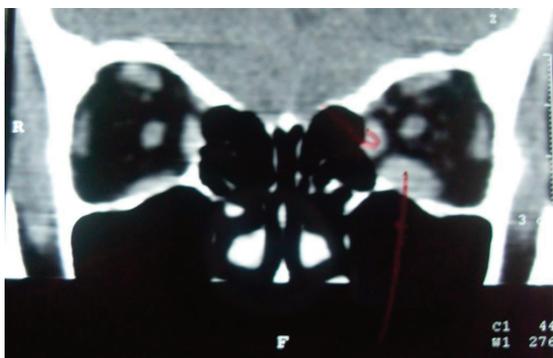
TAC muestra infiltración leve de RI y RM.
